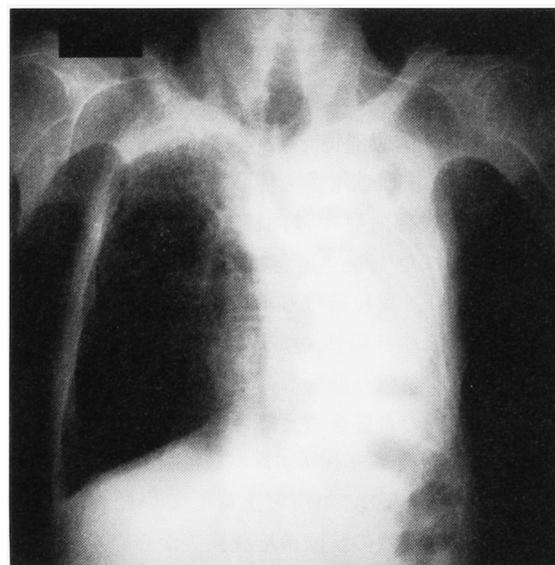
Chest X-ray film on admission, showing almost complete atelectasis in the left lung field and post-right upper lobectomy state.
